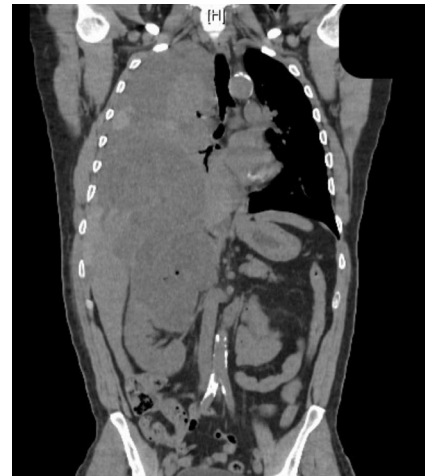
TAC toraco-abdominal con ocupación de hemitórax derecho por masa en parte inferior y hemotórax en parte superior.
